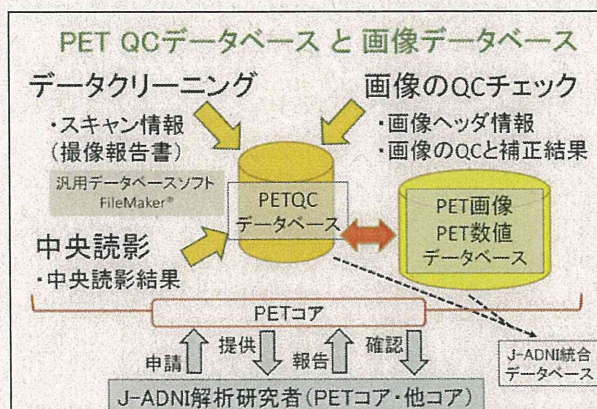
J-ADNI における PET データベース
